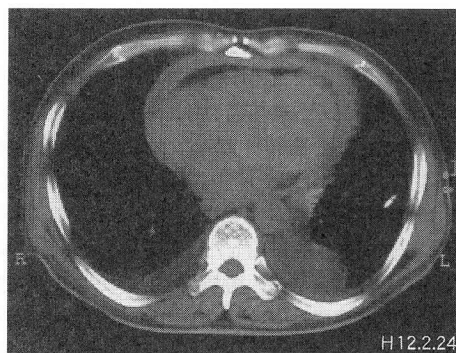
Chest CT scan showing thickened pericardium surrounding the whole heart.
